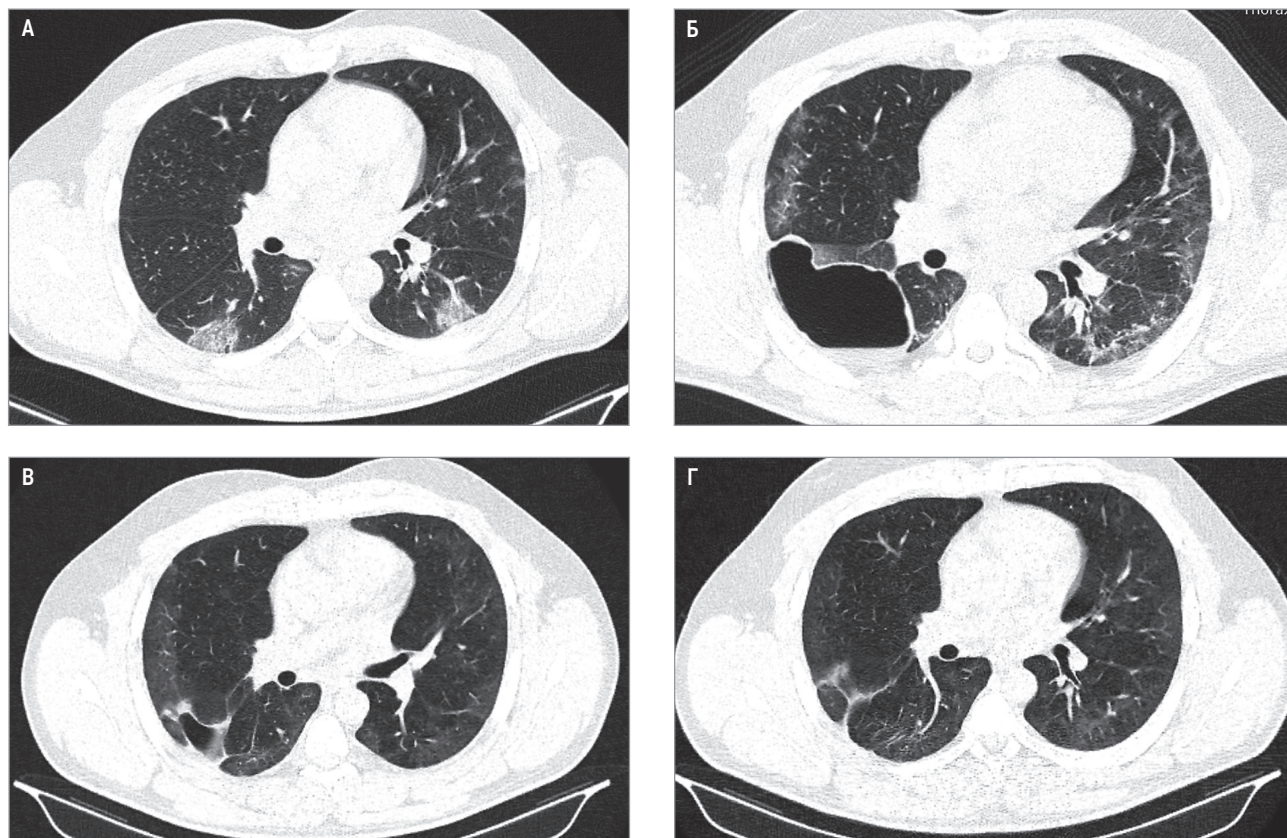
Динамика образования и разрешения буллы (пневматоцеле) на фоне инфекции SARS-CoV-2: А – компьютерная томография от 27.01.2022; Б – от 28.02.2022; В – от 06.04.2022; Г – от 20.05.2022
